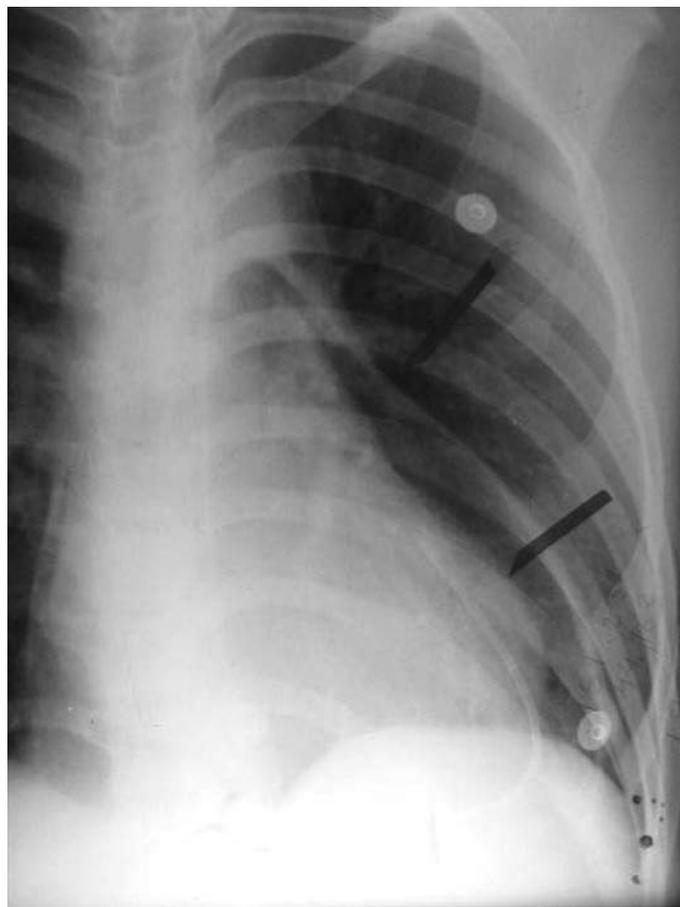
Radiografía de tórax en la cual se muestra pneumopericardio (espacio entre las flechas) posterior a una pericardiocentesis practicada.
